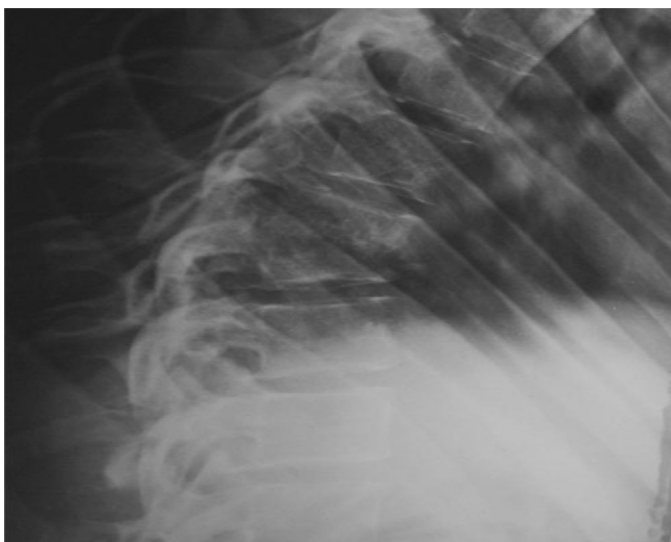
Cas 1. Radiographie du rachis dorsal de profil : tassement D9-D10 avec angulation et exagération de la cyphose dorsale.
